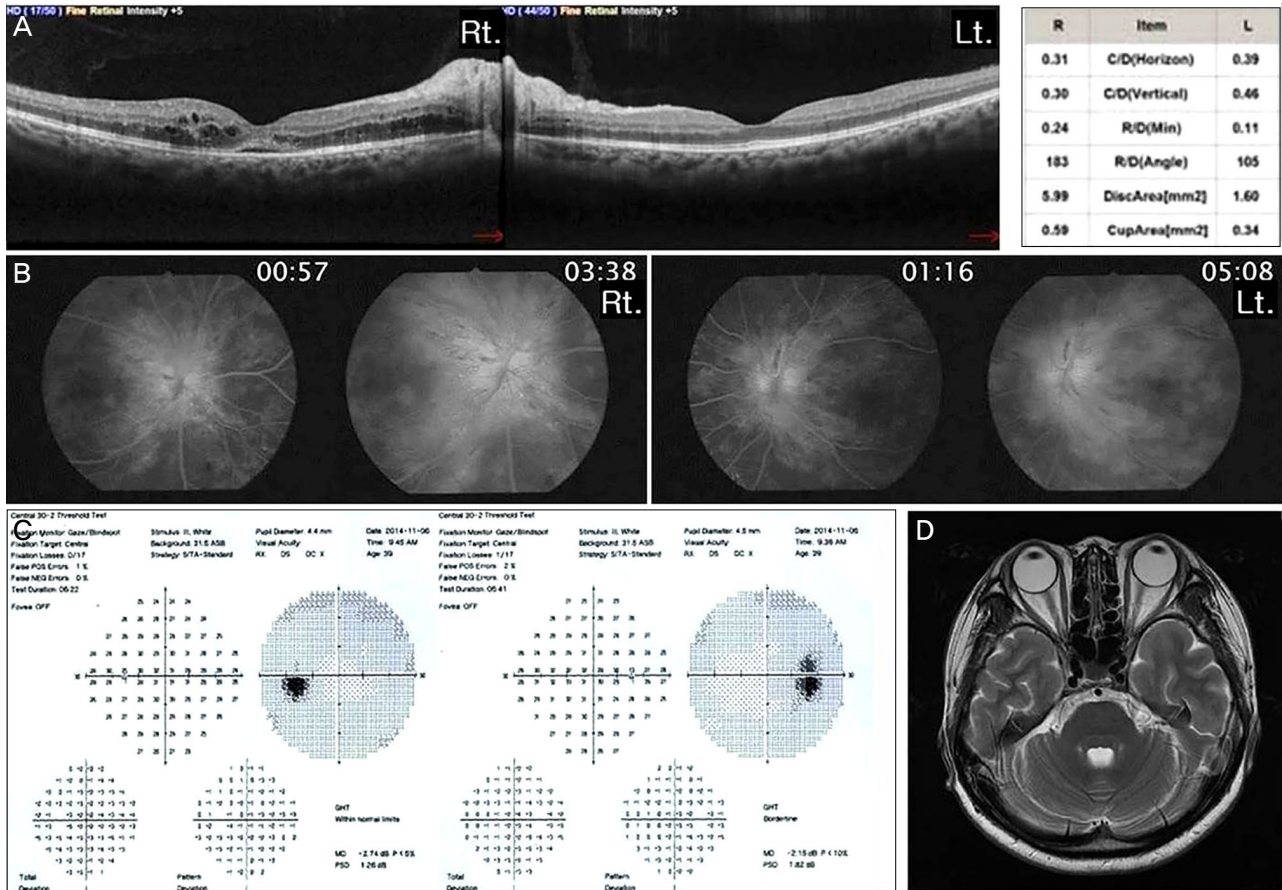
Optical coherence tomography, fluorescein angiography and perimetry of the both eyes and brain MRI. (A) 3 months after diabetes mellitus diagnosis, optical coherence tomography shows macular edema in right eye. C/D ratios are 0.31 in right horizon, 0.30 in right vertical, 0.39 in left horizon and 0.46 in left vertical. (B) Fluorescein angiography shows early leakage from optic disc, resulting in vaguely visible vessels at late phase. Perimetry (C) and brain MRI (D) shows no specific finding. Rt. = right; Lt. = left; R = right eye; L = left eye; MRI = magnetic resonance imaging; C/D = cup-to-disc ratio; R/D = rim-to-disc ratio.
